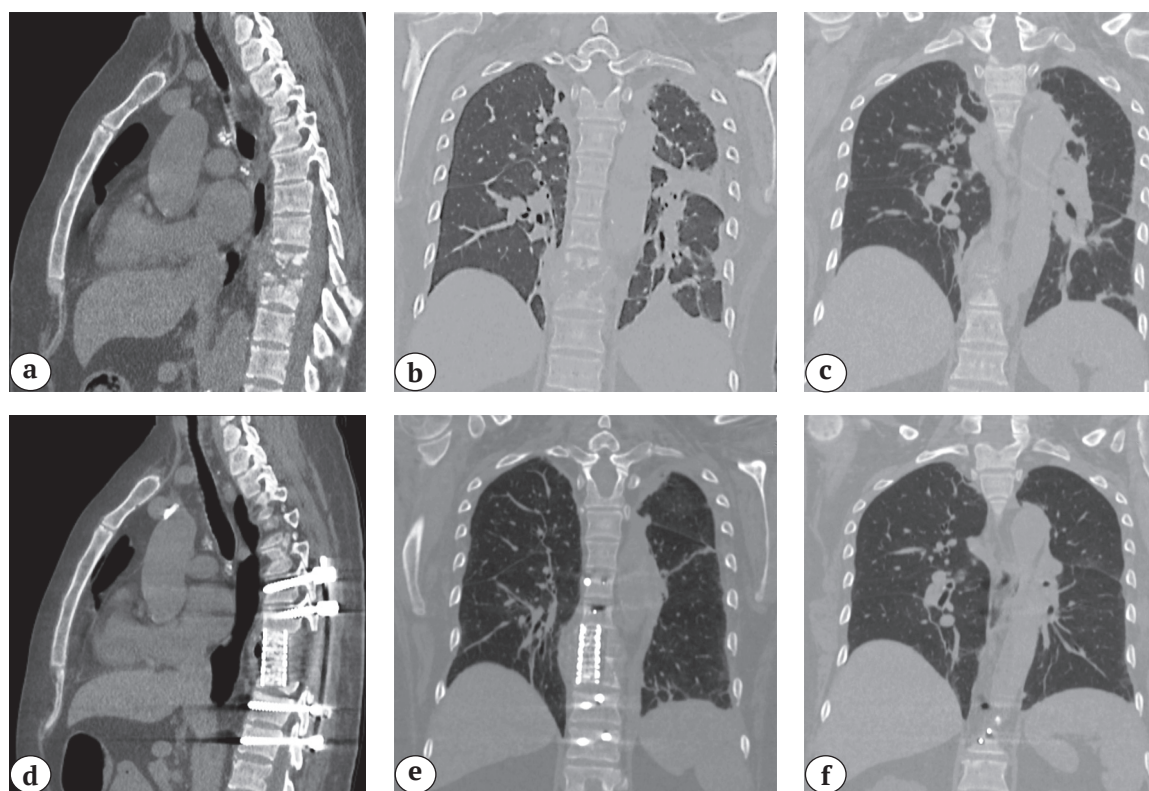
МСКТ грудной клетки и позвоночника, сагиттальные и коронарные срезы:
